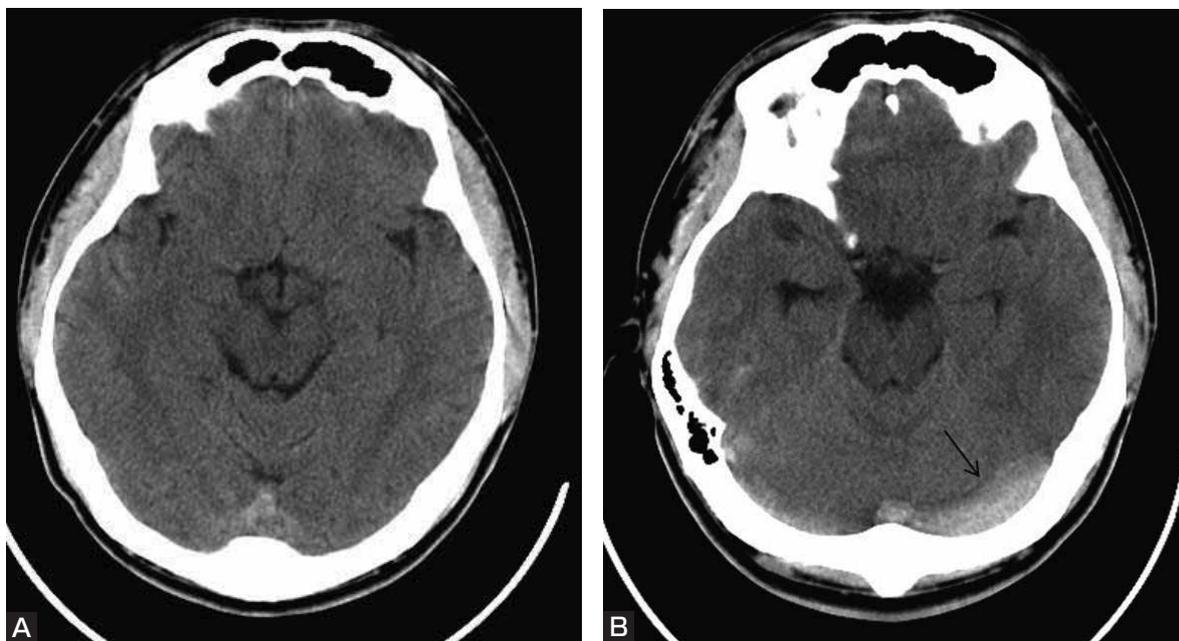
Initial head CT scan (A) shows no apparent abnormality, while examination on admission (B) reveals a high density at the left transverse sinus (arrow).
